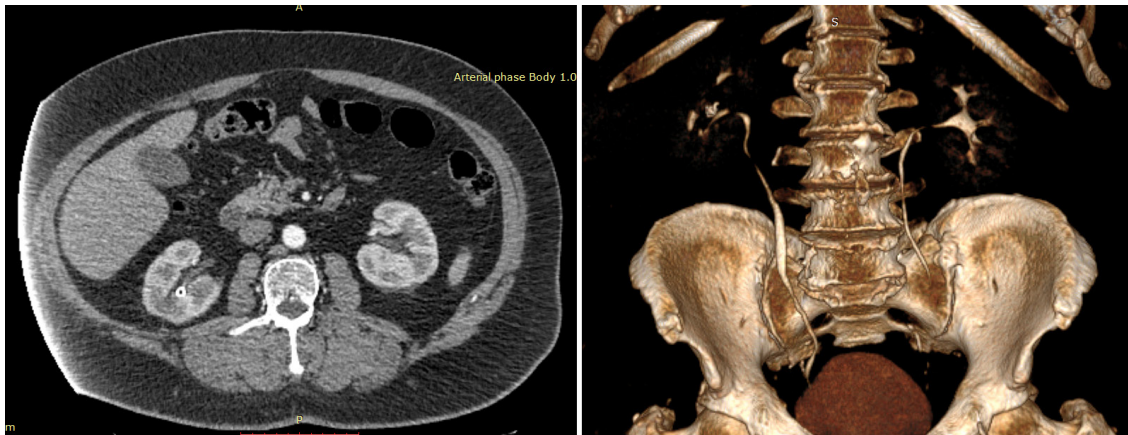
Patient #3., CT scans of the patient 12 months post-surgery
